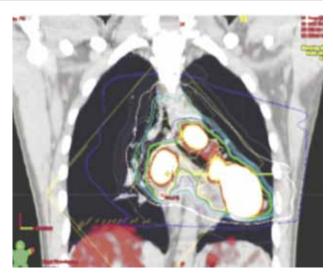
Объем облучения СИБ-IMRT при использовании ПЭТ/КТ в планировании лучевой терапии
